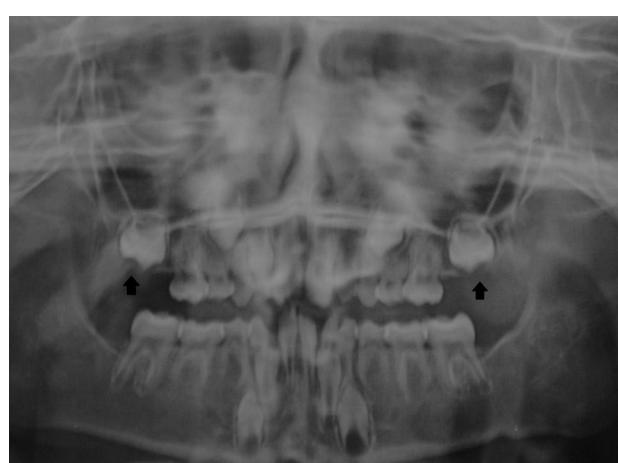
Ortopantomografia antes do tratamento. Dentes 16 e 26 não erupcionados (setas). Agenesia dos dentes 14, 15, 17, 18, 24, 25, 27, 28, 34, 35, 37, 38, 44, 45, 47, 48.
